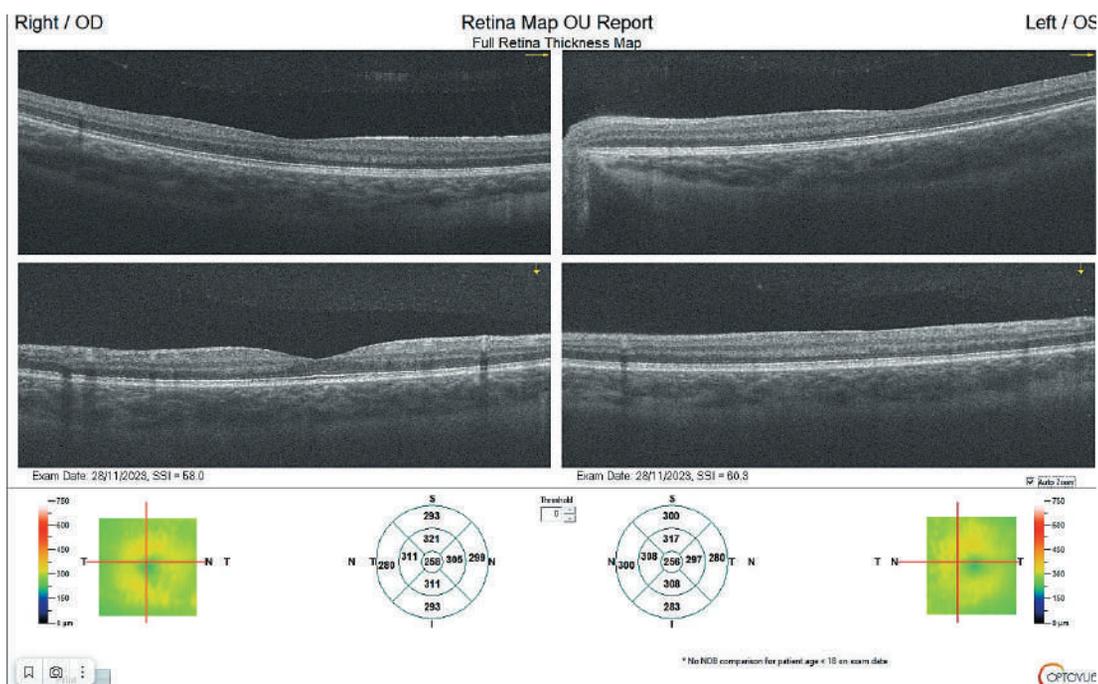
Оптическая когерентная томография (пациент 2). OU – диски зрительных нервов – утолщение слоя нервных волокон. OD – высота нейроэпителия и слоя ганглиозных клеток в пределах нормы, без явной очаговой патологии, OS – пограничное истончение нейроэпителия парафовеально, участок пограничного истончения слоя ганглиозных клеток.
